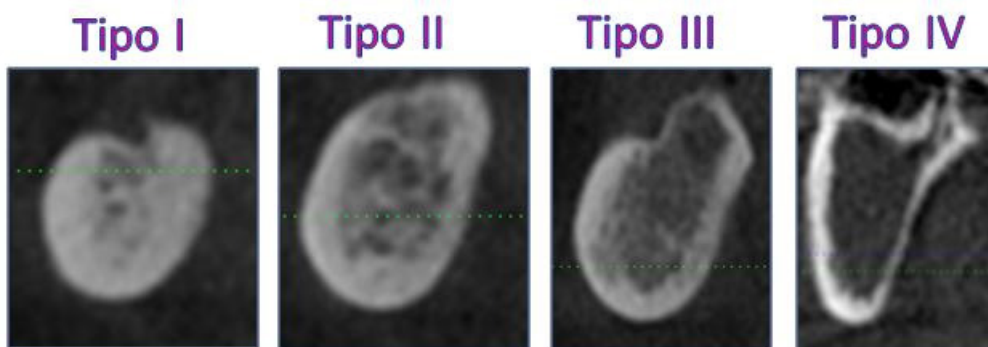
Radiografía del hueso según los distintos tipos de calidad ósea [28]
